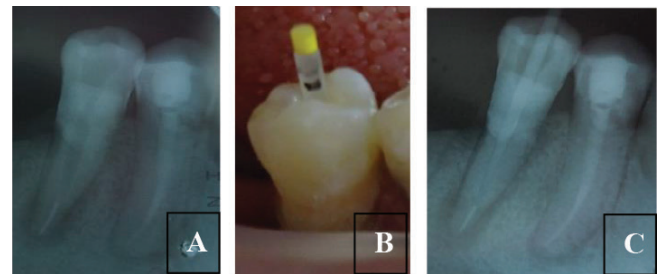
A. Pengepasan MAC. B. Konfirmasi radiografis pengepasan MAC
